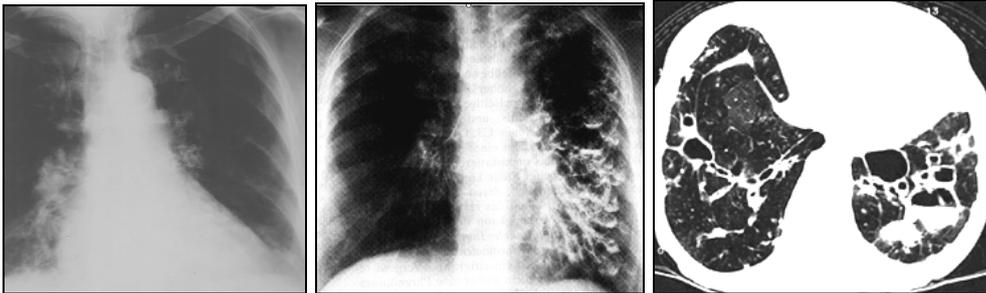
Bronchiectasie. A. Radiographie; B. Bronchographie; C. Tomographie computerisée
